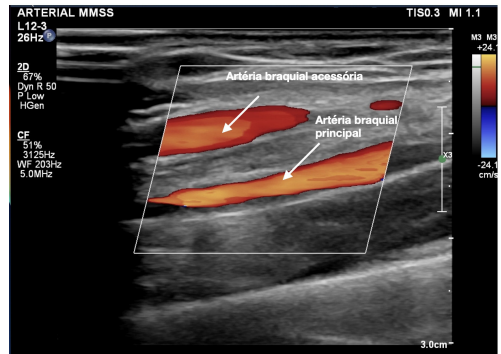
Eco-Doppler em corte longitudinal demonstrando a artéria braquial acessória e a artéria braquial principal.
